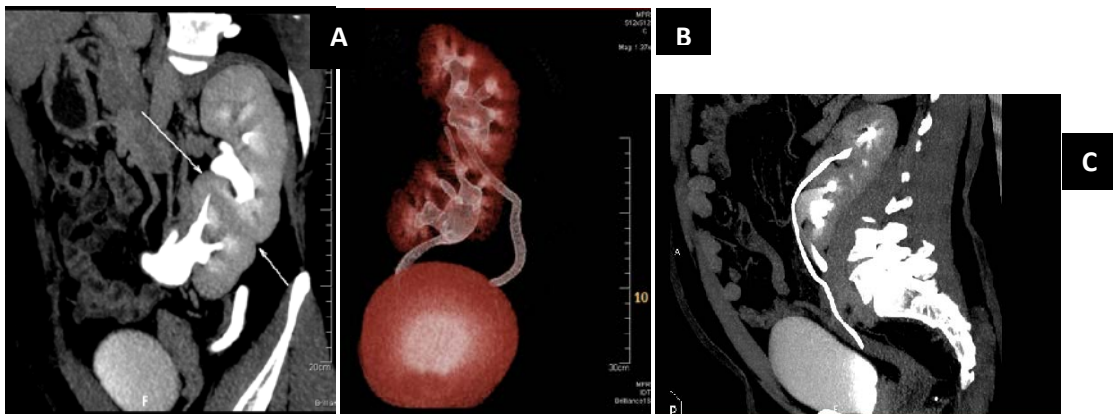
ERC izquierda-derecha sin fusión en un hombre de 45 años. (A) MPR coronal y (B) volumétrica de TC. Obsérvese la alteración de la posición y de la rotación de ambos riñones, así como, gran dilatación del uréter del RE.
